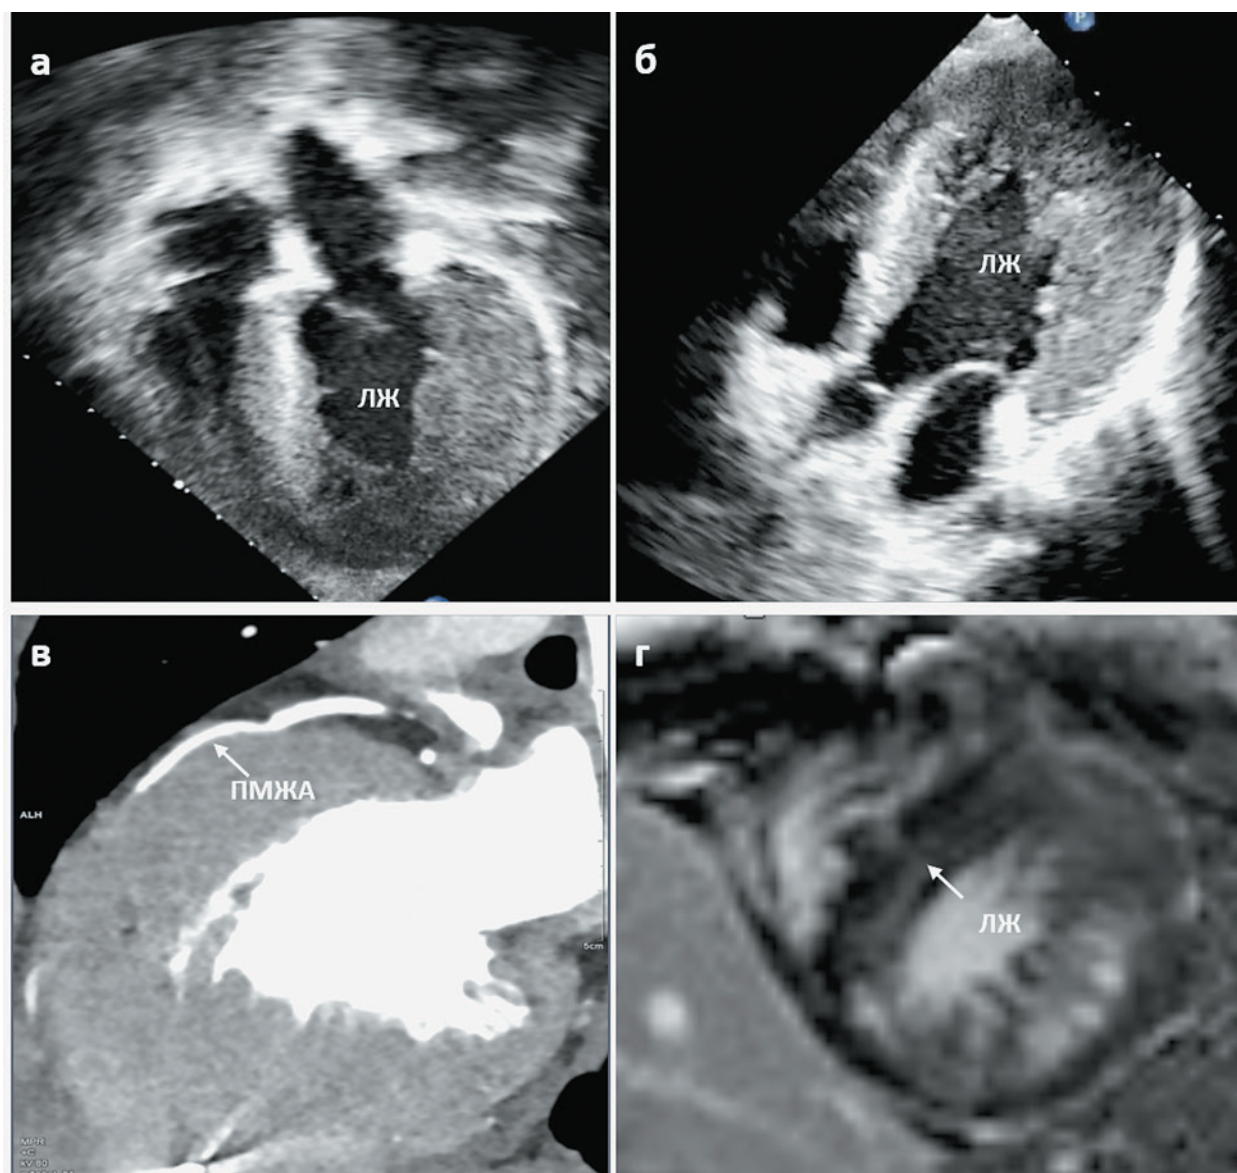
Фрагменты эхокардиографии, МСКТ коронарографии и МРТ сердца с контрастированием пациентки 2 в возрасте 16 лет
